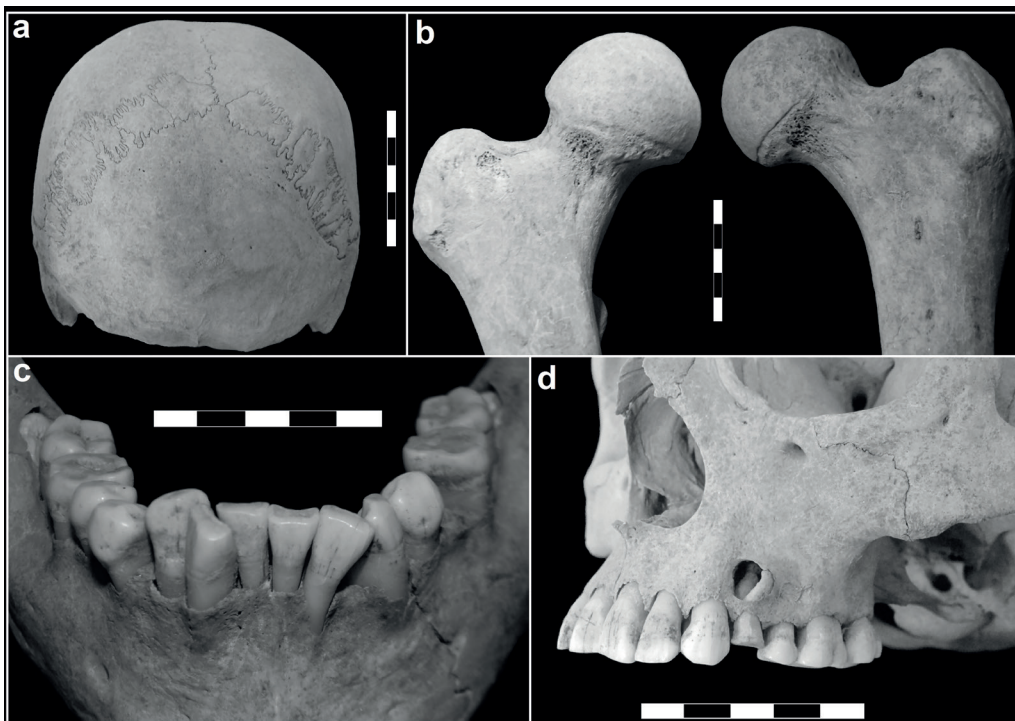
Principales indicadores osteológicos identificados en LP-I. a) hiperostosis porótica leve en occipital; b) cribra femoralis en ambos cuellos de fémur; c) apiñamiento de la dentición anterior inferior; d) atrición y lesión periapical del primer premolar superior izquierdo; retracción alveolar de la arcada dental posterior.
